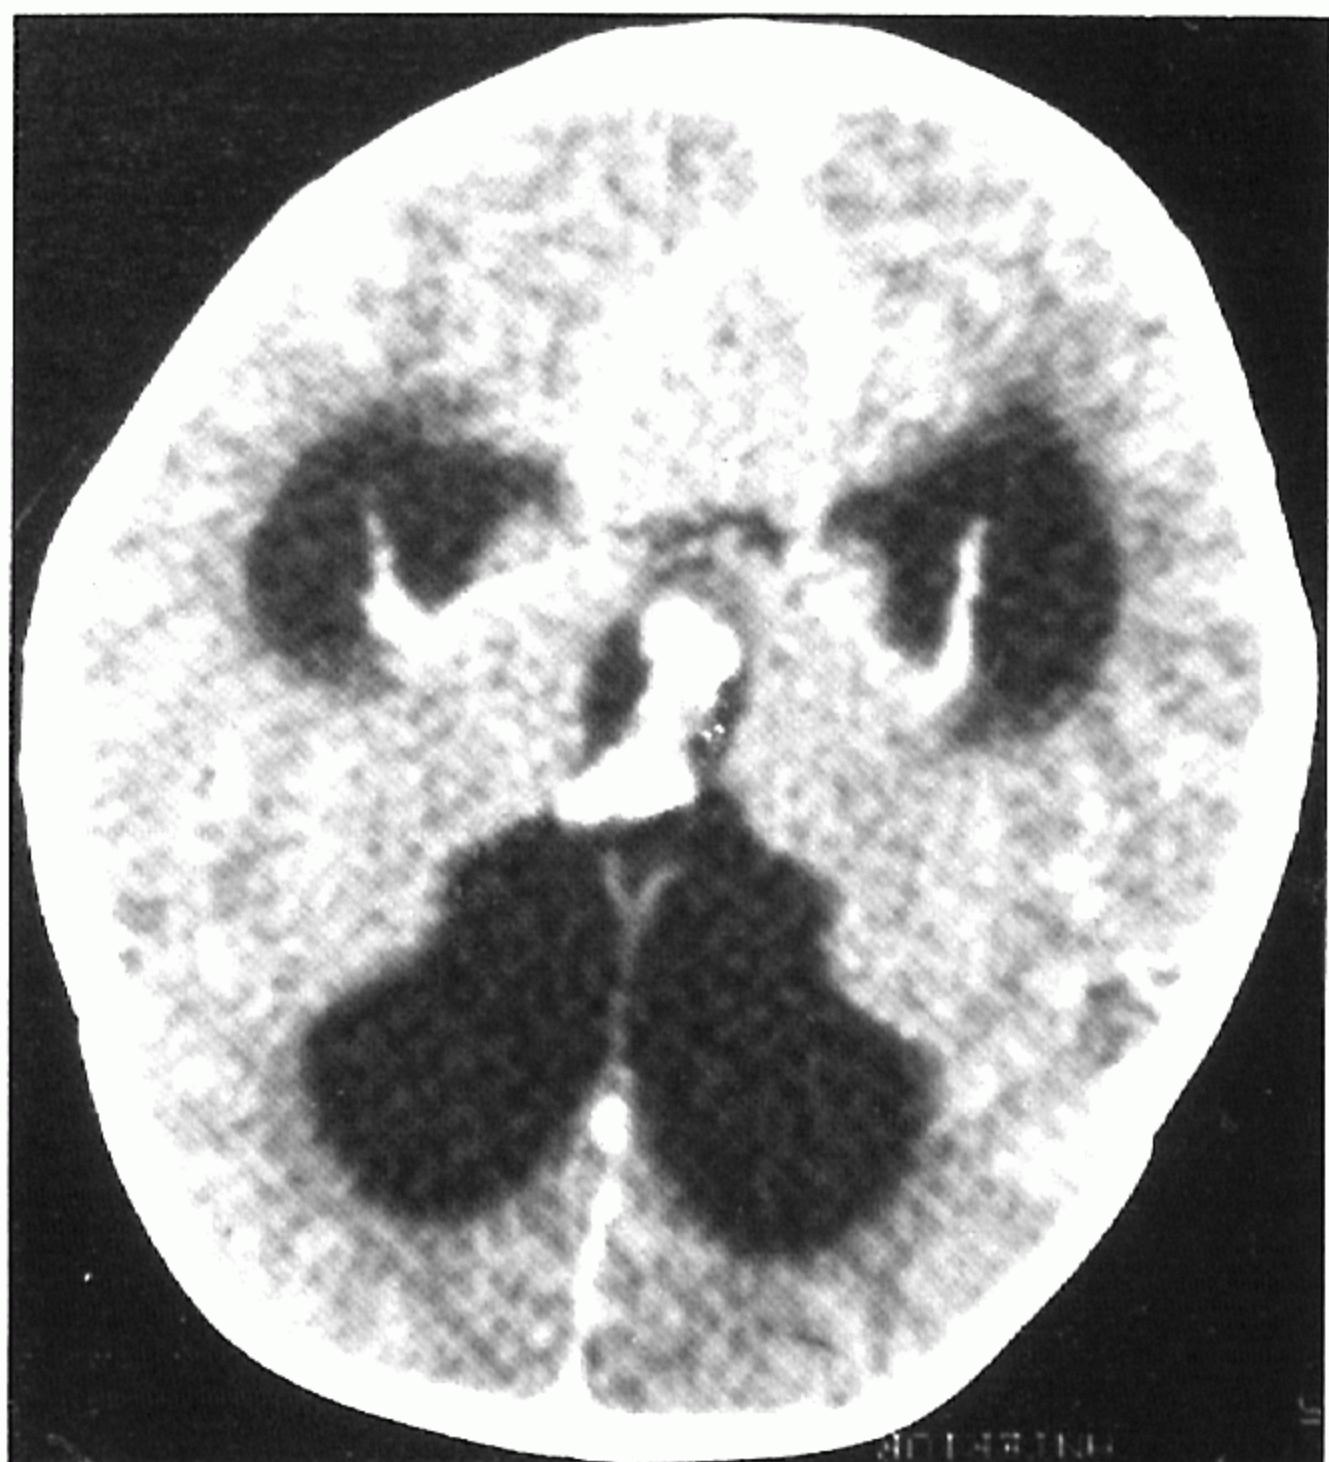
Post contrast brain CT scan shows an enhancing papillary mass on the third ventricle and enlargement of both lateral ventricles(Case 2).
